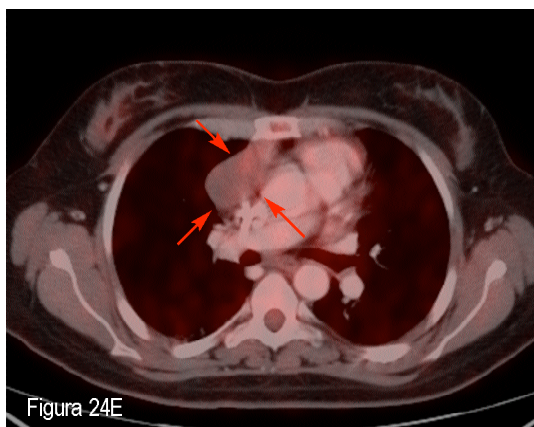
Paciente con LHcEN (ID 61). A: Imagen de PET axial en la estadificación inicial en la que se observa un conglomerado adenopático en la región anterior del tórax (flechas). B: Imagen correspondiente de TC que delimita la masa tumoral localizada en mediastino anterior (flechas). C: La PET/TC DA muestra la hipercaptación de ^{18}F FDG por la masa tumoral. D: Imagen a la misma altura de PET/TC DB durante la reestadificación al final del tratamiento. Se observa masa residual en mediastino anterior (flechas), que sin embargo no muestra hipercaptación de ^{18}F FDG, por lo que se consideró correctamente como no tumoral. E: La imagen de PET/TC DA durante la reestadificación detecta los mismos hallazgos que la de DB, sin aportar información adicional relevante.
